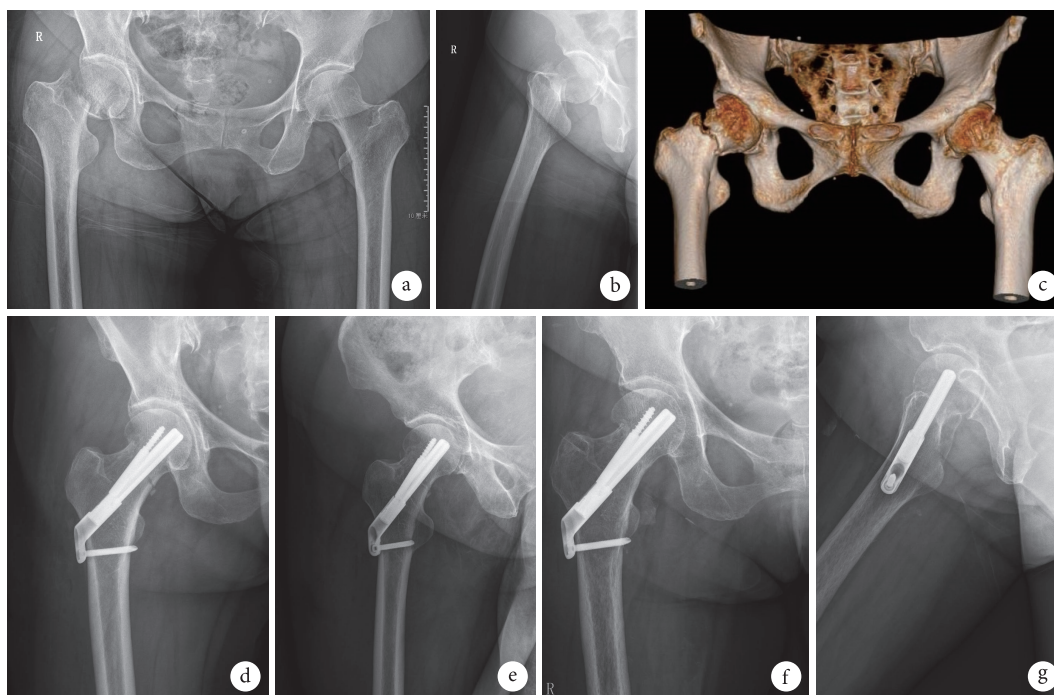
试验组患者，女，57 岁，右侧股骨颈骨折 (Garden III 型、Pauwels III 型) a~c. 术前正侧位 X 线片及 CT 三维重建；d、e. 术后 1 d 正侧位 X 线片；f、g. 术后 7 个月正侧位 X 线片示骨折愈合
